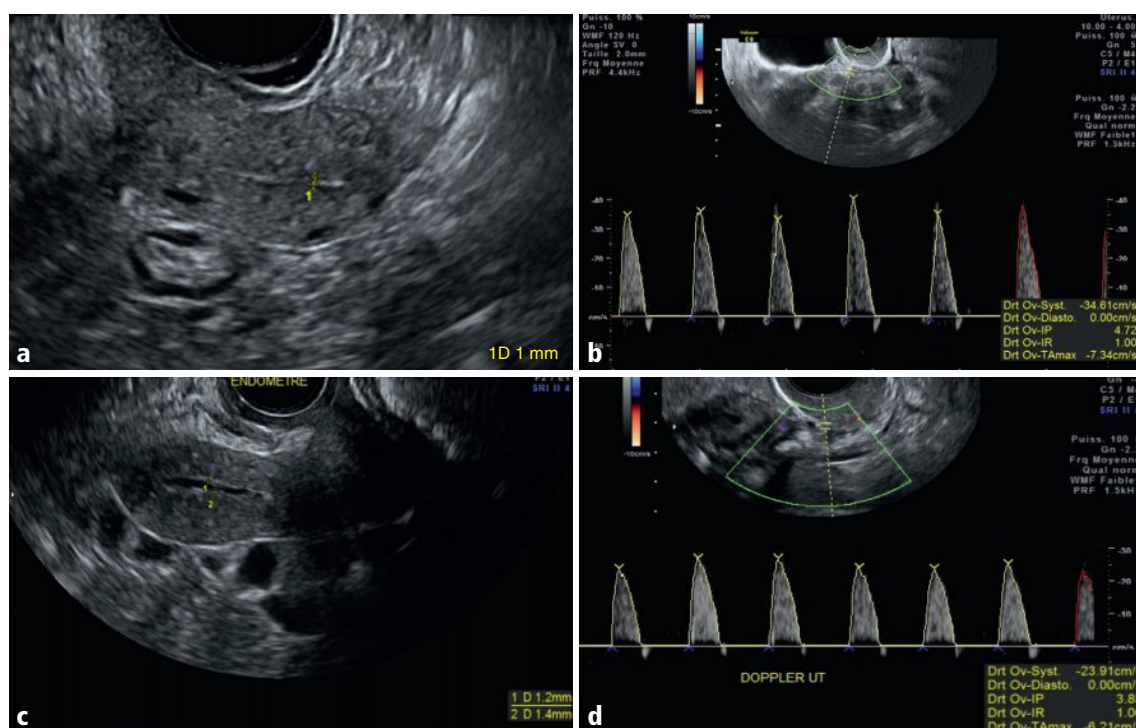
a-d Utérus, coupe sagittale médiane en mode B (a, c) et en Doppler pulsé de l'artère utérine (b, d) à 9 mois d'intervalle.
